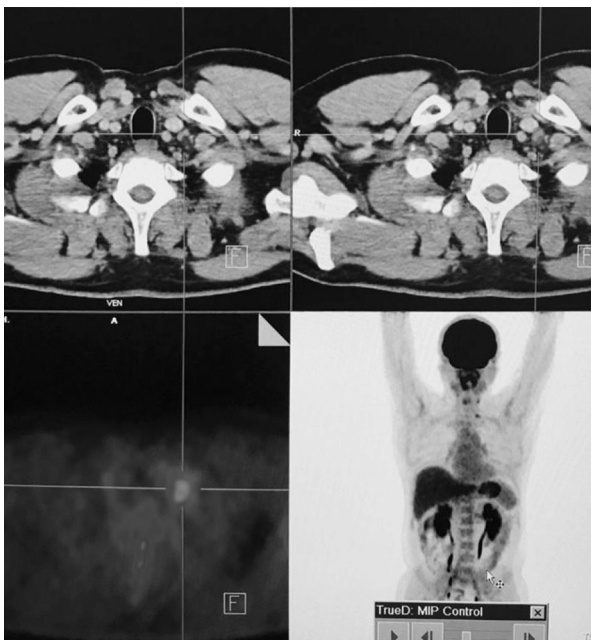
ПЕТ/КТ з  $^{18}\text{F}$ -ФДГ. Візуалізується вогнище в зоні шиї
